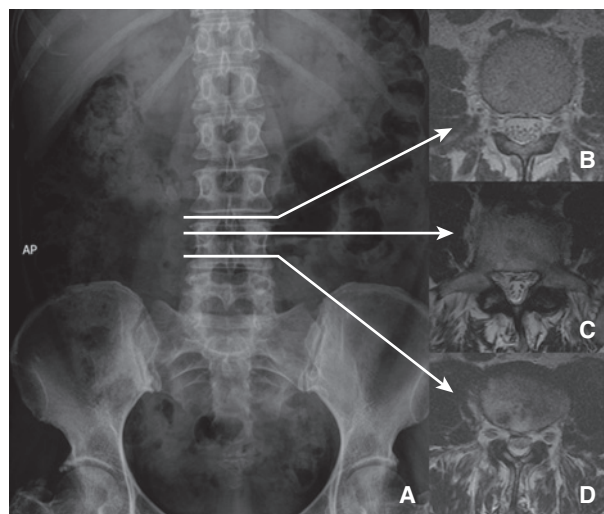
Anatomía del conducto radicular, en resonancia magnética (cortes axiales) (A-D). Conducto central (B). Conducto lateral (C). Agujero de conjunción (D).
